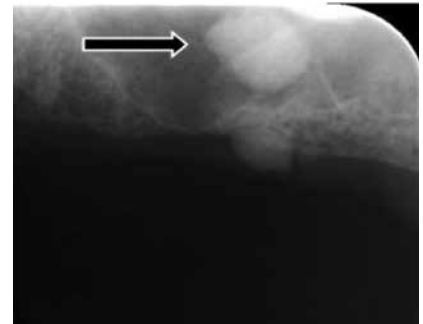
Radiografía que muestra una lesión radiodensa compatible con un antrolito, en el seno maxilar izquierdo en una paciente de 50 años de la Clínica Odontológica de la Universidad Latina de Costa Rica.
